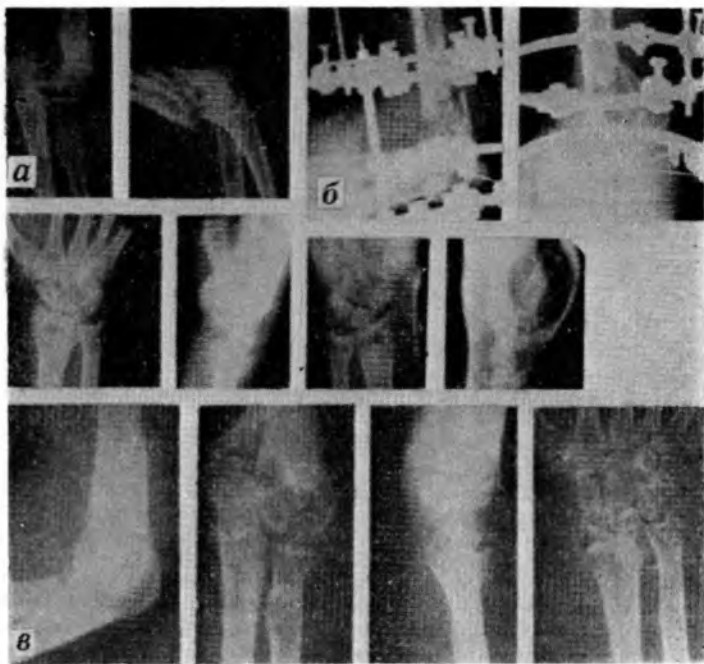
Рентгенограммы больного М.:
